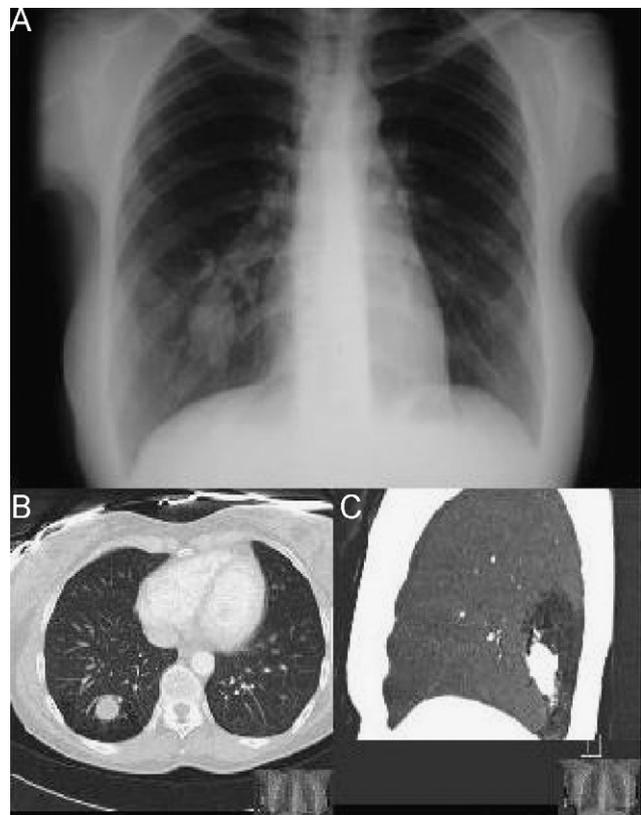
A) Radiografía de tórax (proyección posteroanterior): masa en el lóbulo inferior derecho. B) y C) TC torácica con contraste (corte axial y corte sagital): lesión polilobulada en segmento 10 derecho con radiolucencia segmentaria distal.
